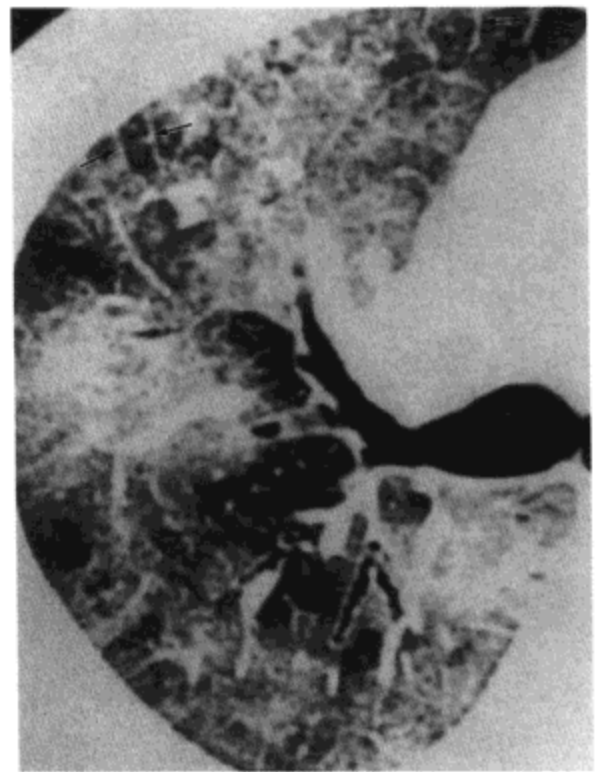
原发性肺B细胞淋巴瘤。高分辨率CT影像示肺实变,广泛的磨砂玻璃样密度,与少量小叶间隔增厚(箭号)。病人为35岁男性。
